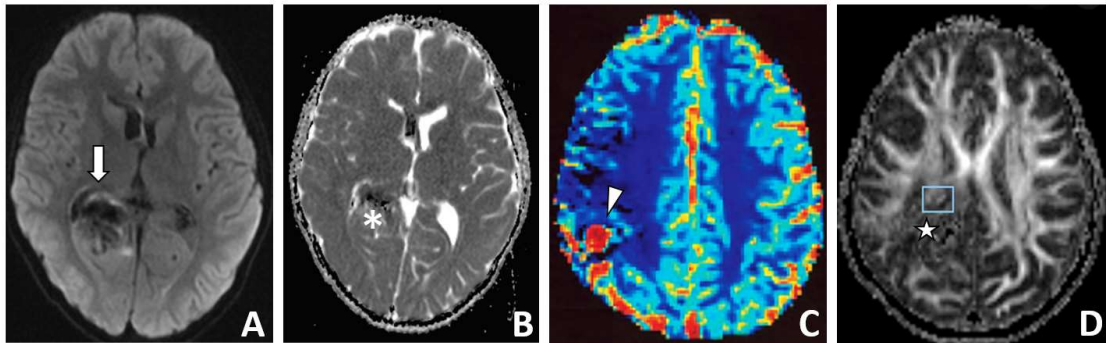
Imágenes de MAVs por diferentes técnicas de RM funcional. (A) Técnica DWI en plano axial, obsérvese el área hipointensa en región occipital derecha correspondiente a la MAV (flecha blanca). (B) Técnica de ADC del mismo paciente, con señalamiento de la MAV (asterisco). (C) Técnica RMP DSC, la MAV (punta de flecha) situada en la región parietal derecha presenta aumento del VSCr, con disminución del volumen en el parénquima adyacente. (D) Técnica DTI, la MAV (estrella) en la región parietal derecha, obsérvese la isotropía en esta región en comparación con el hemisferio contralateral.
